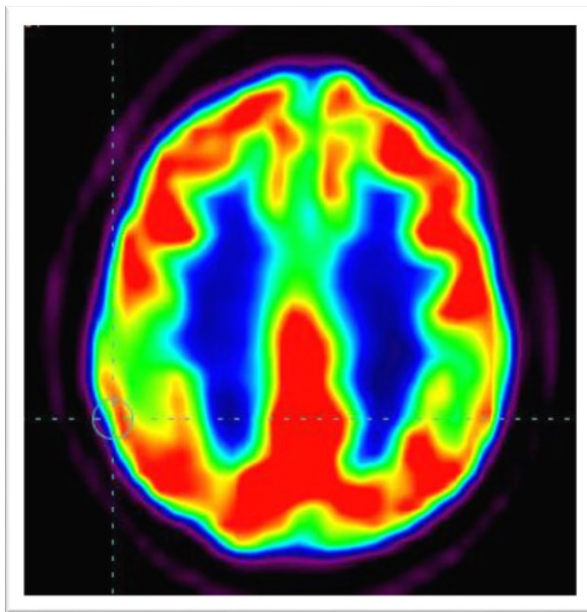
Beispielhafte PET von Proband KW010237
